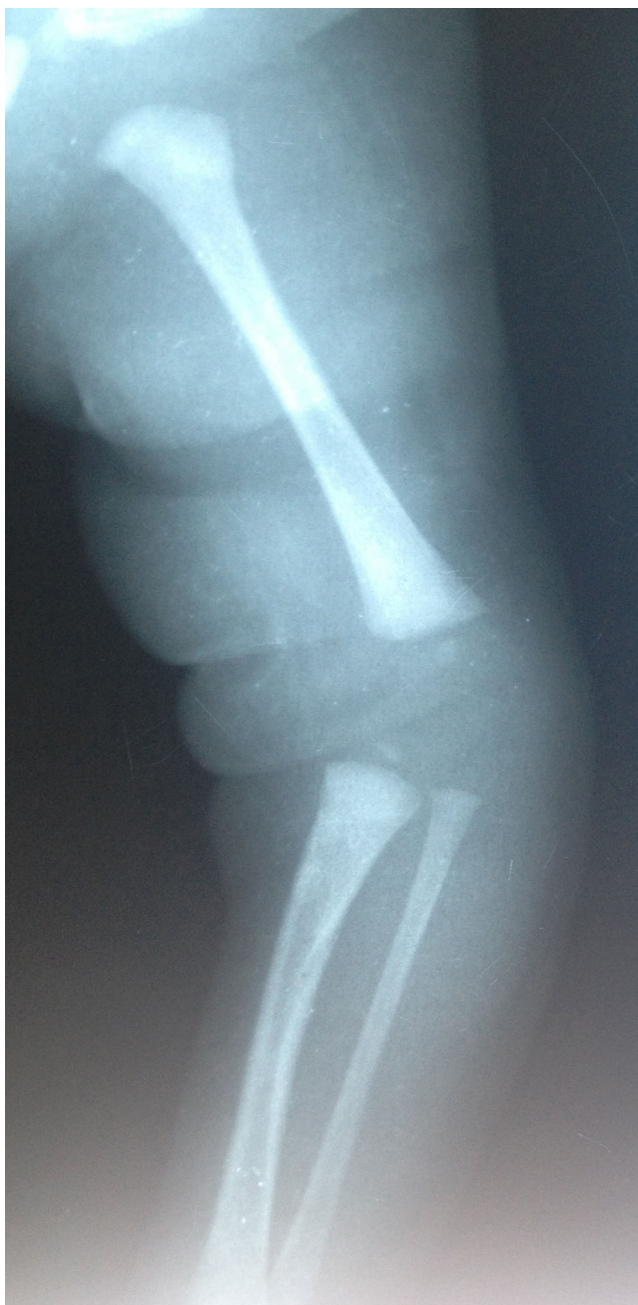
Radiographie profil du genou du premier nouveau-né montrant le genu recurvatum congénital de stade C selon la classification de Leveuf et Pais
